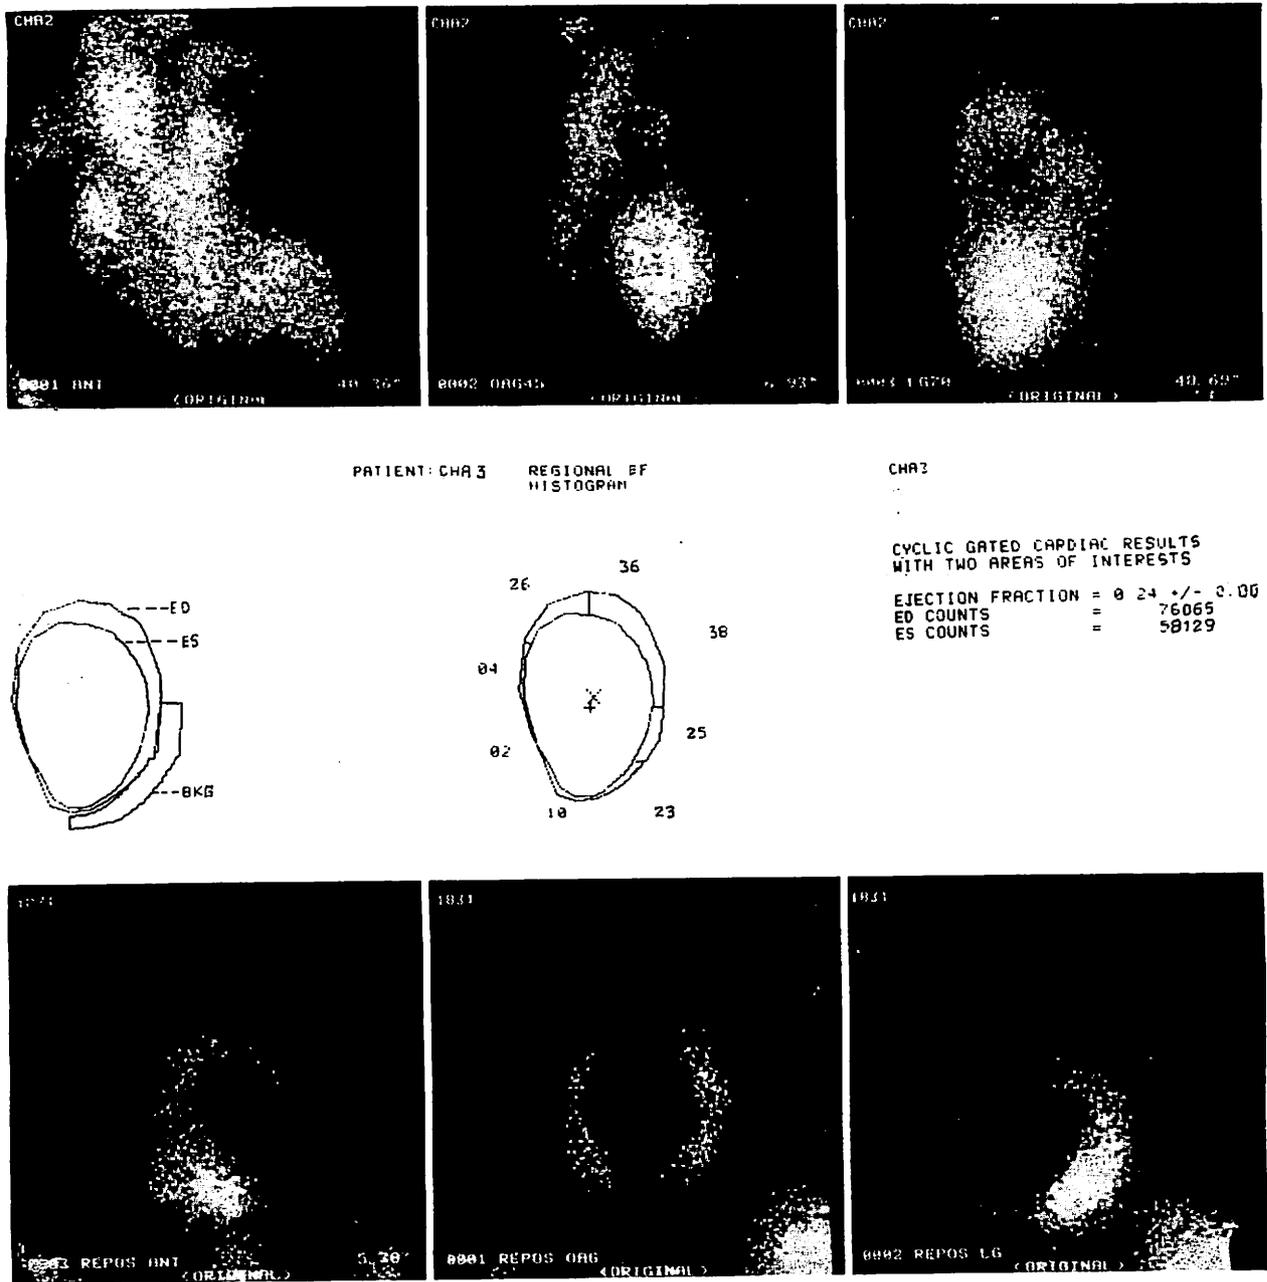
Images scintigraphiques d'un patient atteint d'un infarctus antérieur étendu avec anévrisme pariétal.
